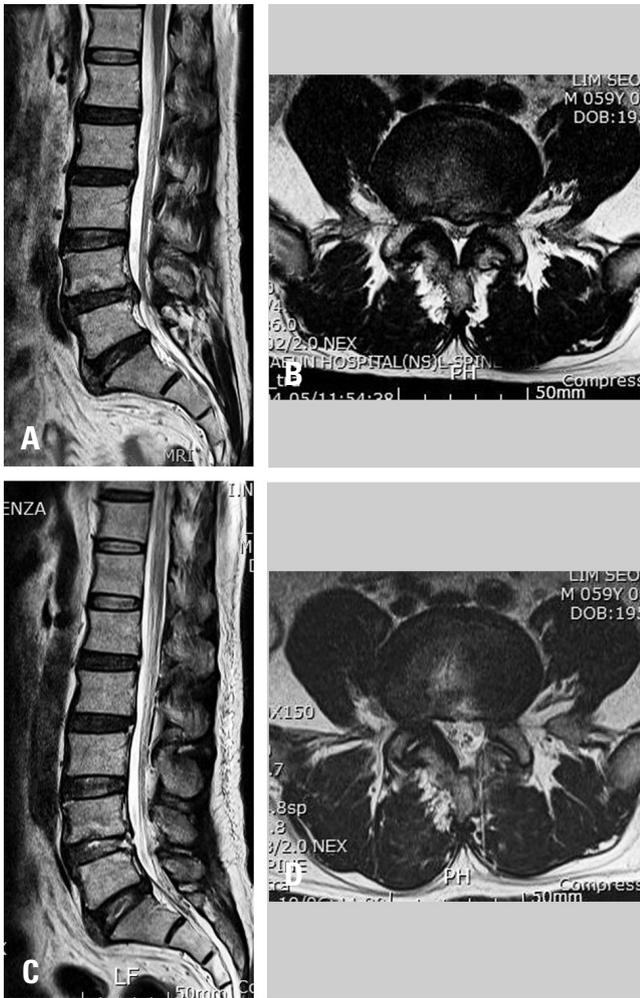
(A) Preoperative T2-weighted sagittal image shows disc degenerative changes at L4-5. (B) Preoperative T2-weighted axial image at the level of L4-5 shows central stenosis and left-side disc protrusion. (C) Postoperative sagittal T2-weighted image shows the removed protruded disc. (D) An axial T2-weighted image at the level of L4-5 shows left laminotomy and successful decompression.
